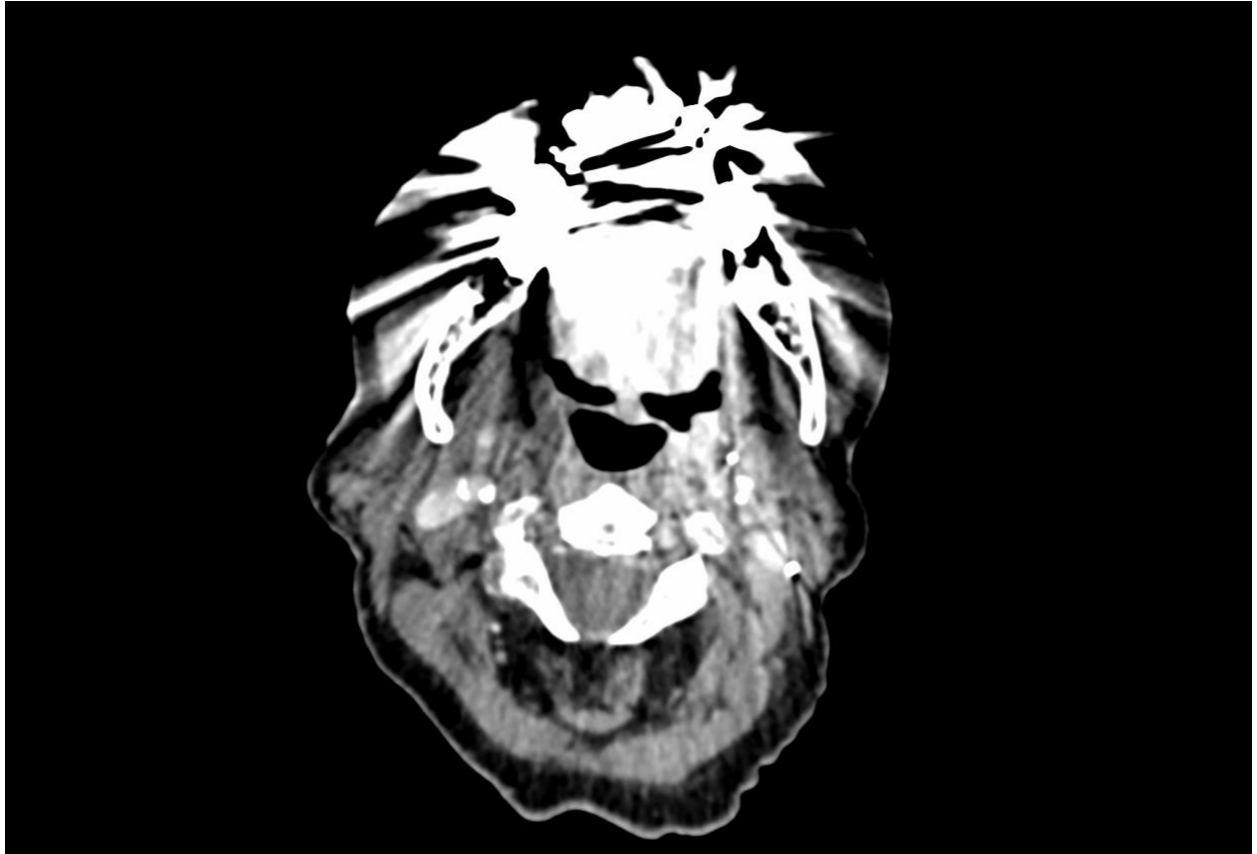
Axiale CT mit ausgedehnten Metallartefakten einer 75-jährigen Patientin mit Plattenepithelkarzinom am Zungenrand rechts
